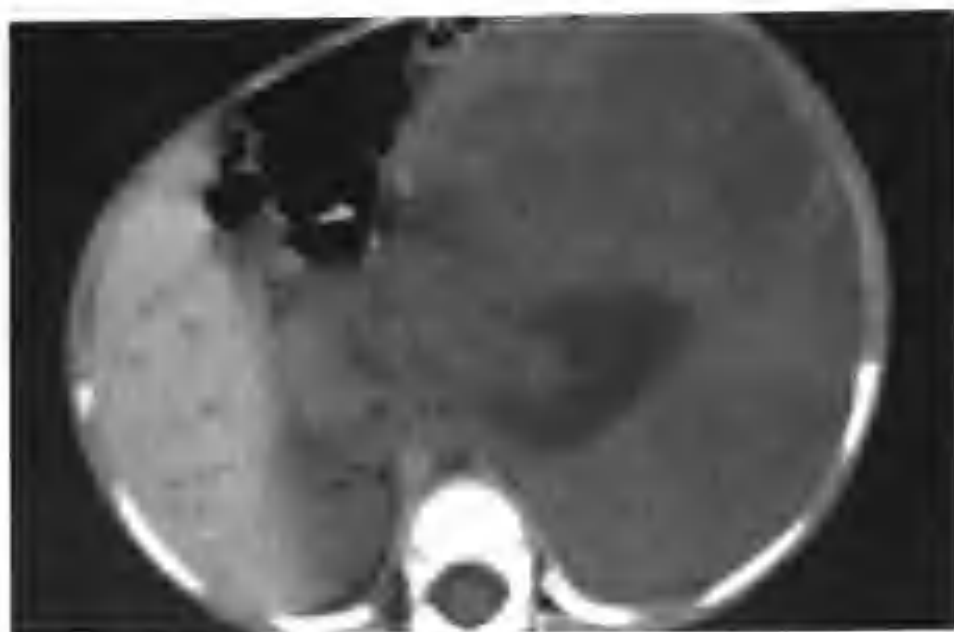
左肾母细胞瘤 (CT 平扫示左肾巨大肿物, 平扫呈等低混杂密度, 内见散在钙化点)
